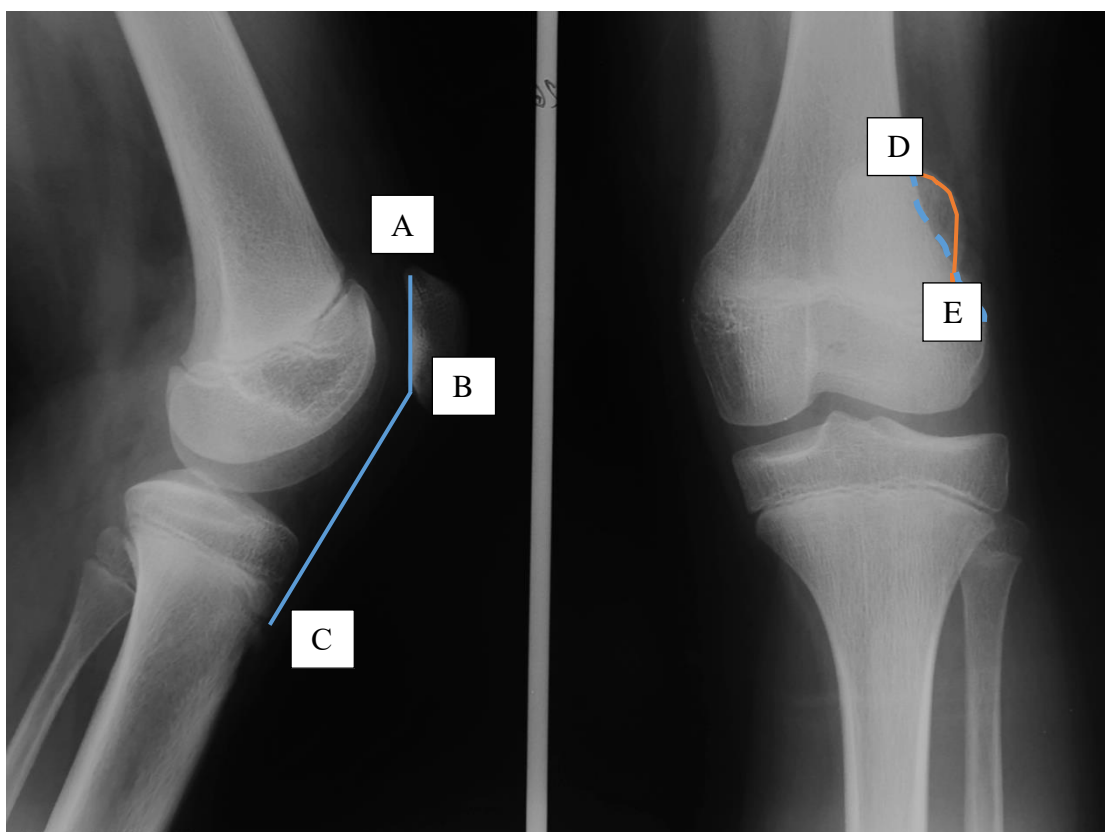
Рентгенограмма коленного сустава в двух проекциях: АВ - расстояние между верхним и нижним полюсами надколенника; ВС - расстояние между нижним полюсом надколенника и бугристостью большеберцовой кости, Е - контур надколенника, D - контур латерального кортикального слоя бедренной кости.
